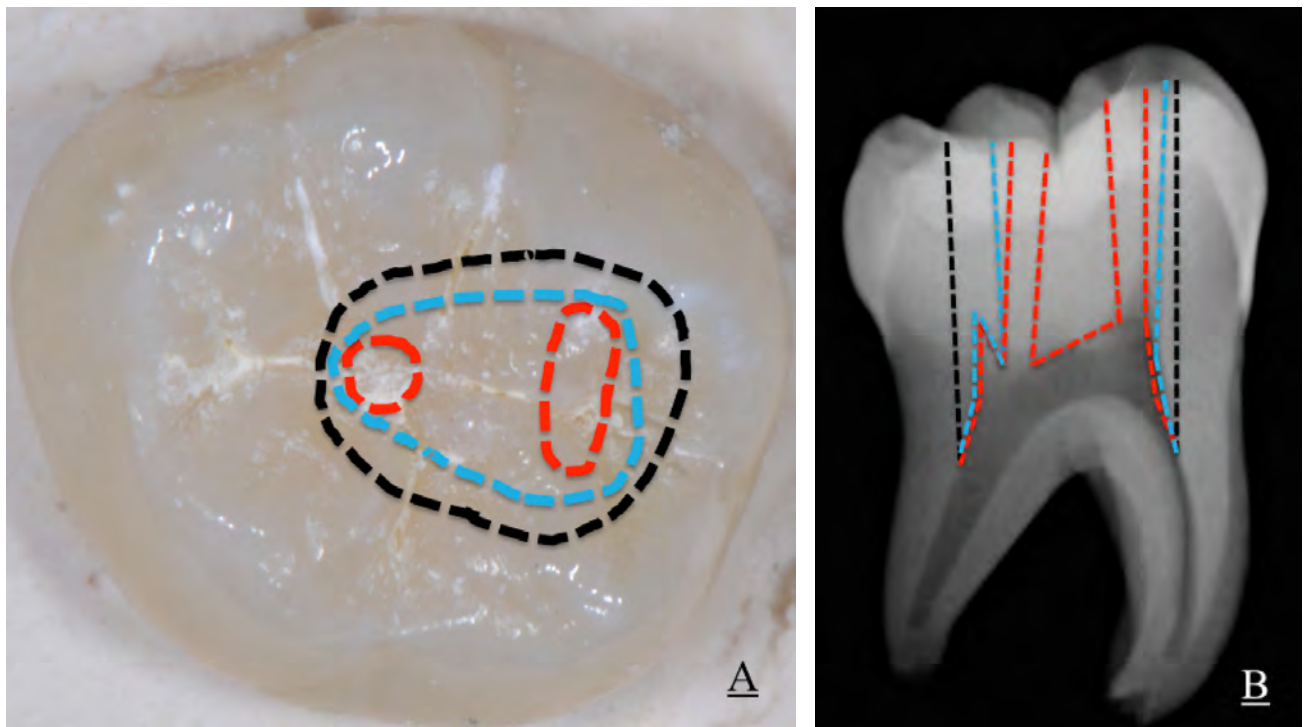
Tracés de types d'ouverture de chambre d'une première molaire mandibulaire (A) en vue occlusale et (B) radiographie rétroalvéolaire réalisés à l'université de Nantes. Respectivement : voie d'accès endodontique par TEC (en pointillés noirs), CEC (en pointillés bleus), NEC (en pointillés rouges)
